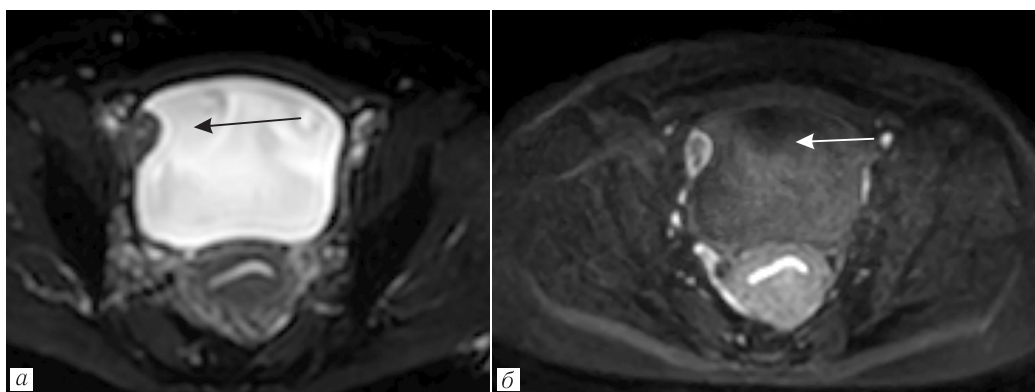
(а, б). МР-изображение при DWI в аксиальной проекции. Определяется патологическое образование правой боковой стенки мочевого пузыря с рестрикцией сигнала
